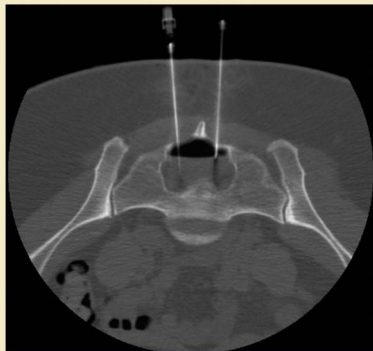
TC axial después de colocar dos agujas espinales calibre 18 dentro del quiste. Una aguja está más profunda para aspirar y la otra está más superficial para actuar como tubo de ventilación.
